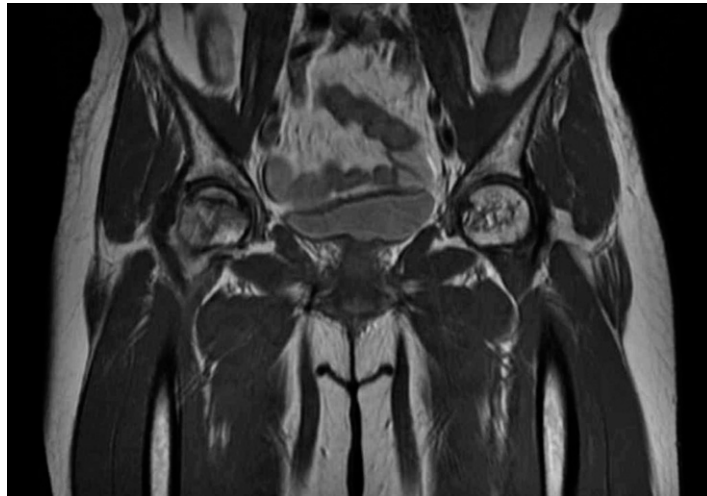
MRI hip joint - fronal view(2019.04.09.).
